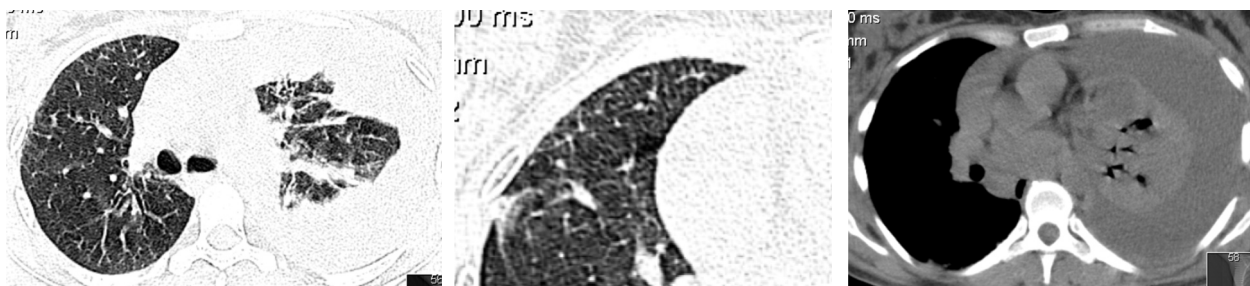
TAC torácica (cortes)
